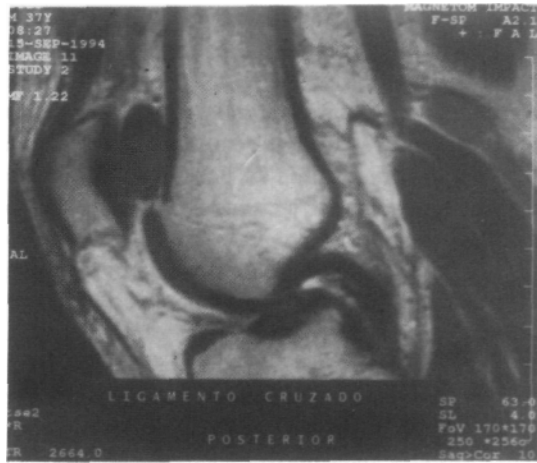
(caso 4). Corte sagital de RM preoperatoria que muestra una masa nodular por detrás de la rótula.
